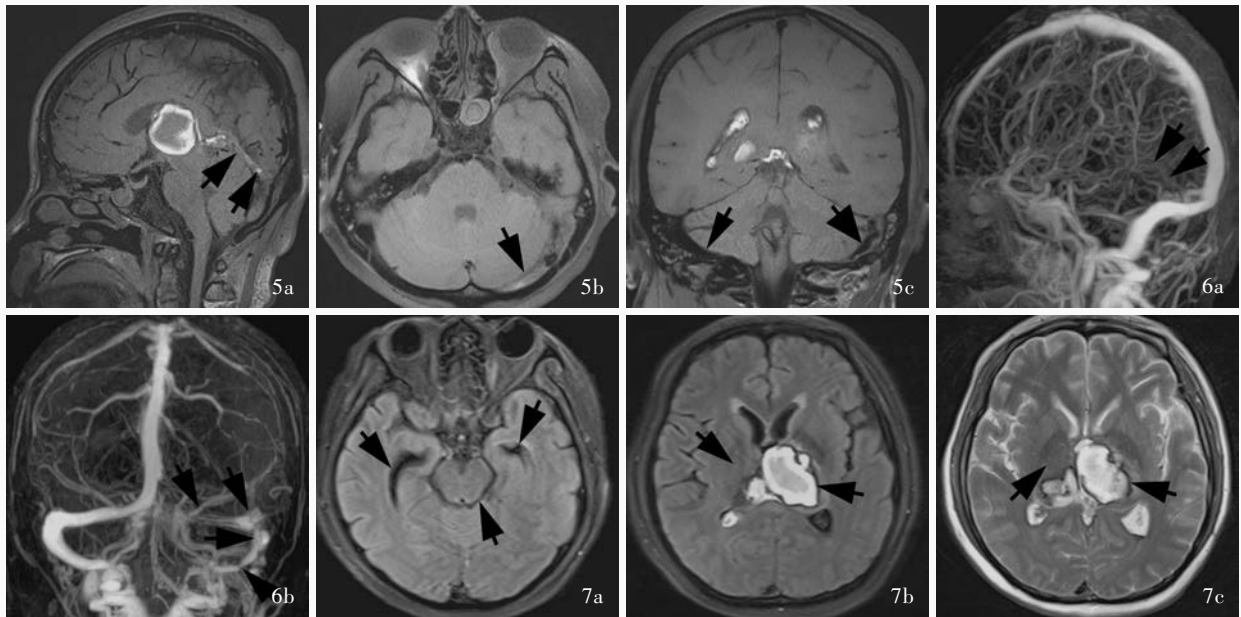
入院第 7 天复查 MRBTI 所见 5a, 5b 矢状位和横断面可见直窦和左侧横窦等或稍高信号影, 提示亚急性期和慢性期血栓 (箭头所示) 5c 冠状位可见左侧乙状窦部分再通 (粗箭头所示), 右侧乙状窦可见黑色血液流空信号 (细箭头所示) 图 6 入院第 7 天增强 MRV 检查所见 6a 侧位像显示, 直窦和左侧横窦未显影, 左侧乙状窦部分再通 (箭头所示) 6b 正位像显示, 直窦和左侧横窦未显影, 左侧乙状窦部分再通 (箭头所示) 图 7 入院后第 14 天复查 MRI 所见 7a 通过中脑的横断面 FLAIR 成像显示, 中脑水肿信号消失, 双侧侧脑室颞角缩小 (箭头所示) 7b 通过丘脑的横断面 FLAIR 成像显示, 双侧丘脑陈旧性出血 (箭头所示), 血肿周围水肿消失 7c 通过丘脑的横断面 T₂WI 显示, 双侧丘脑陈旧性出血 (箭头所示), 血肿周围水肿消失
